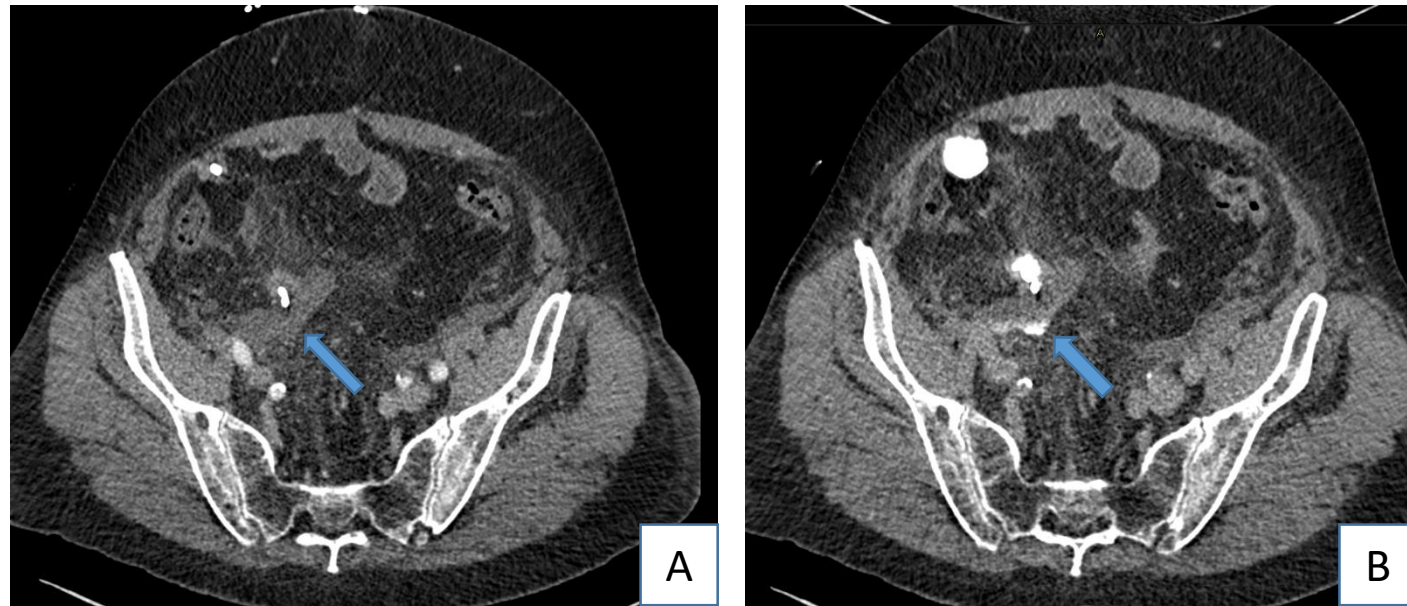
TC abdominal con CIV en fases portal (A) y excretora (B) en paciente con cistectomía radical y reconstrucción tipo Bricker por neoplasia vesical. Se visualiza una colección adyacente a la anastomosis ureteroileal objetivando extravasación de contraste hacia la misma en la fase excretora, compatible con fuga anastomótica (flecha).
